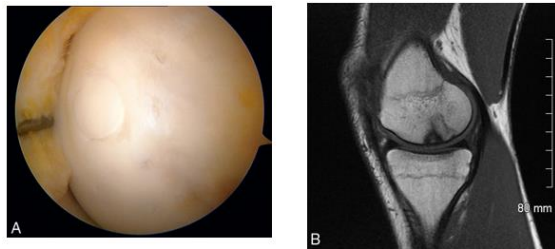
Fixation d'une OCD instable par plot ostéochondral autologue. Vue arthroscopique. B. IRM à six mois. [14]
